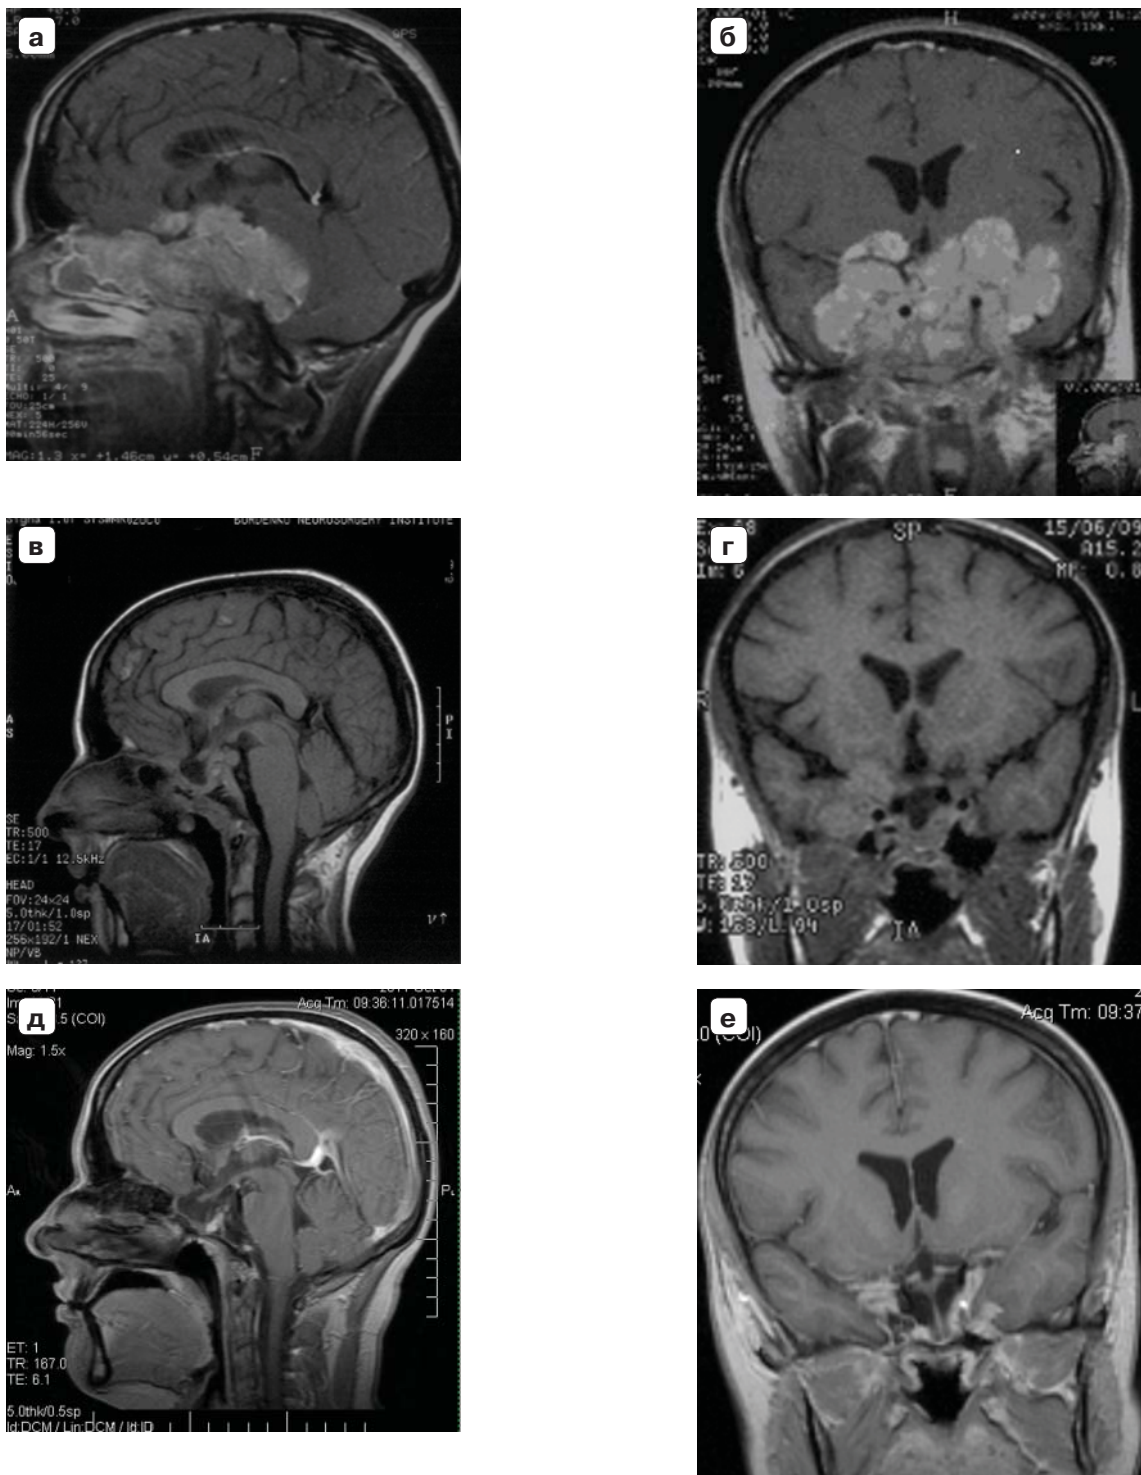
Динамика размеров гигантской пролактиномы у женщины 29 лет на фоне лечения каберголином по данным МРТ: а, б – до лечения; в, г – через 2 мес лечения; д, е – через 12 мес лечения.
